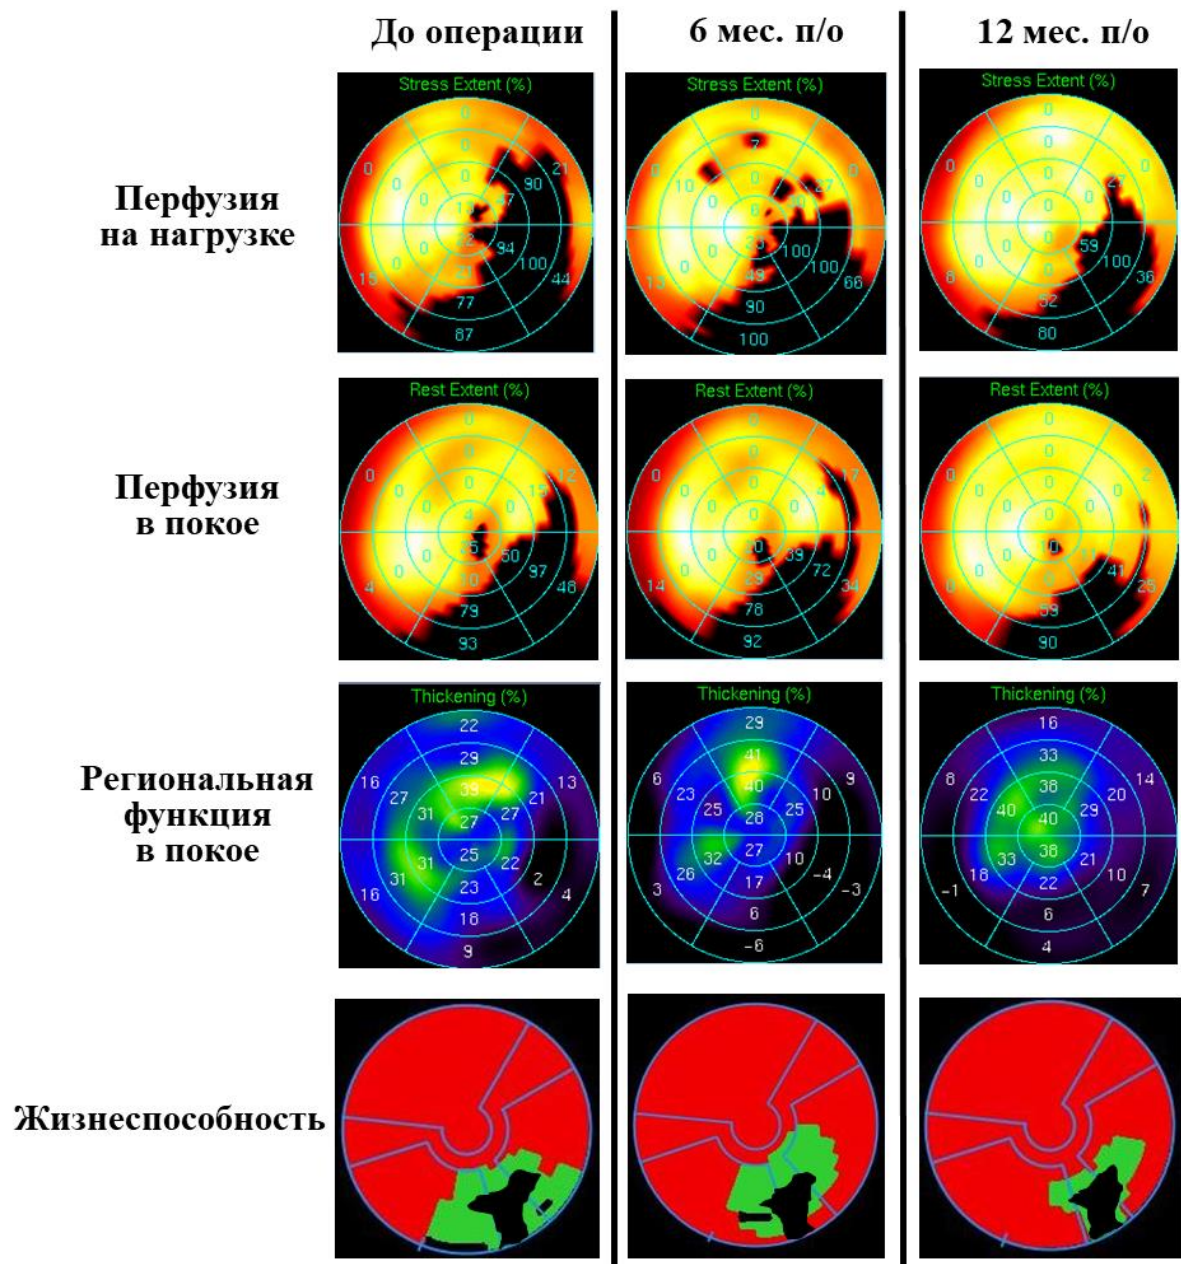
Данные радионуклидной томографии миокарда ЛЖ пациента К., 53 г. (АКШ в сочетании с ТМЛР).
